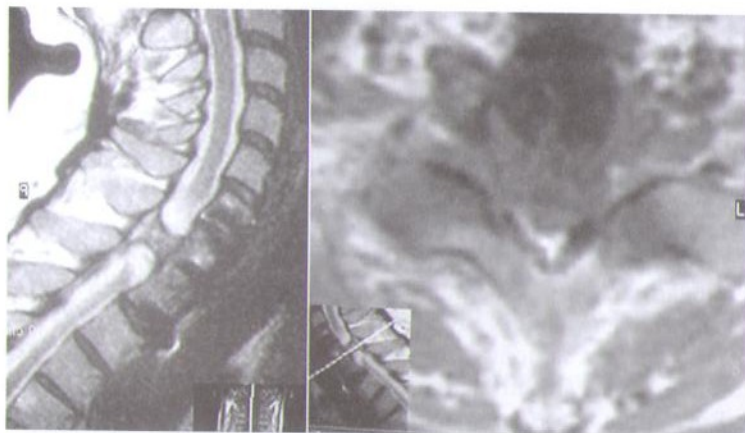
МРТ больного с повреждением дурального мешка и шейного отдела спинного мозга фрезой при проведении спондилодеза по поводу компрессионного перелома С7-позвонка.
